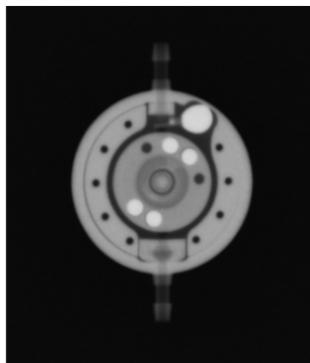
Radiografi a (unidade gravitacional regulável ajustada para 20 cmH₂O; unidade de pressão diferencial: 5 cmH₂O)
